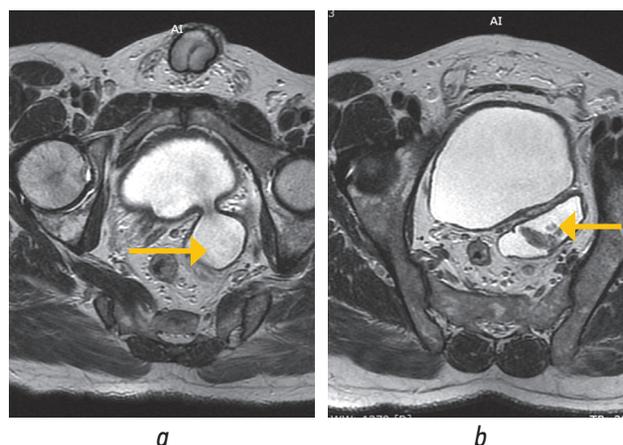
Пациент Н., 49 лет. Магнитно-резонансная томография: *a* — дивертикул мочевого пузыря (указан стрелкой); *b* — новообразование дивертикула мочевого пузыря (указано стрелкой)
